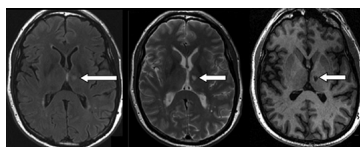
Nhồi máu não thềm lồi (trái), tăng tín hiệu chất trắng (giữa) và chảy máu não vi thể (phải) trên hình ảnh MRI não
